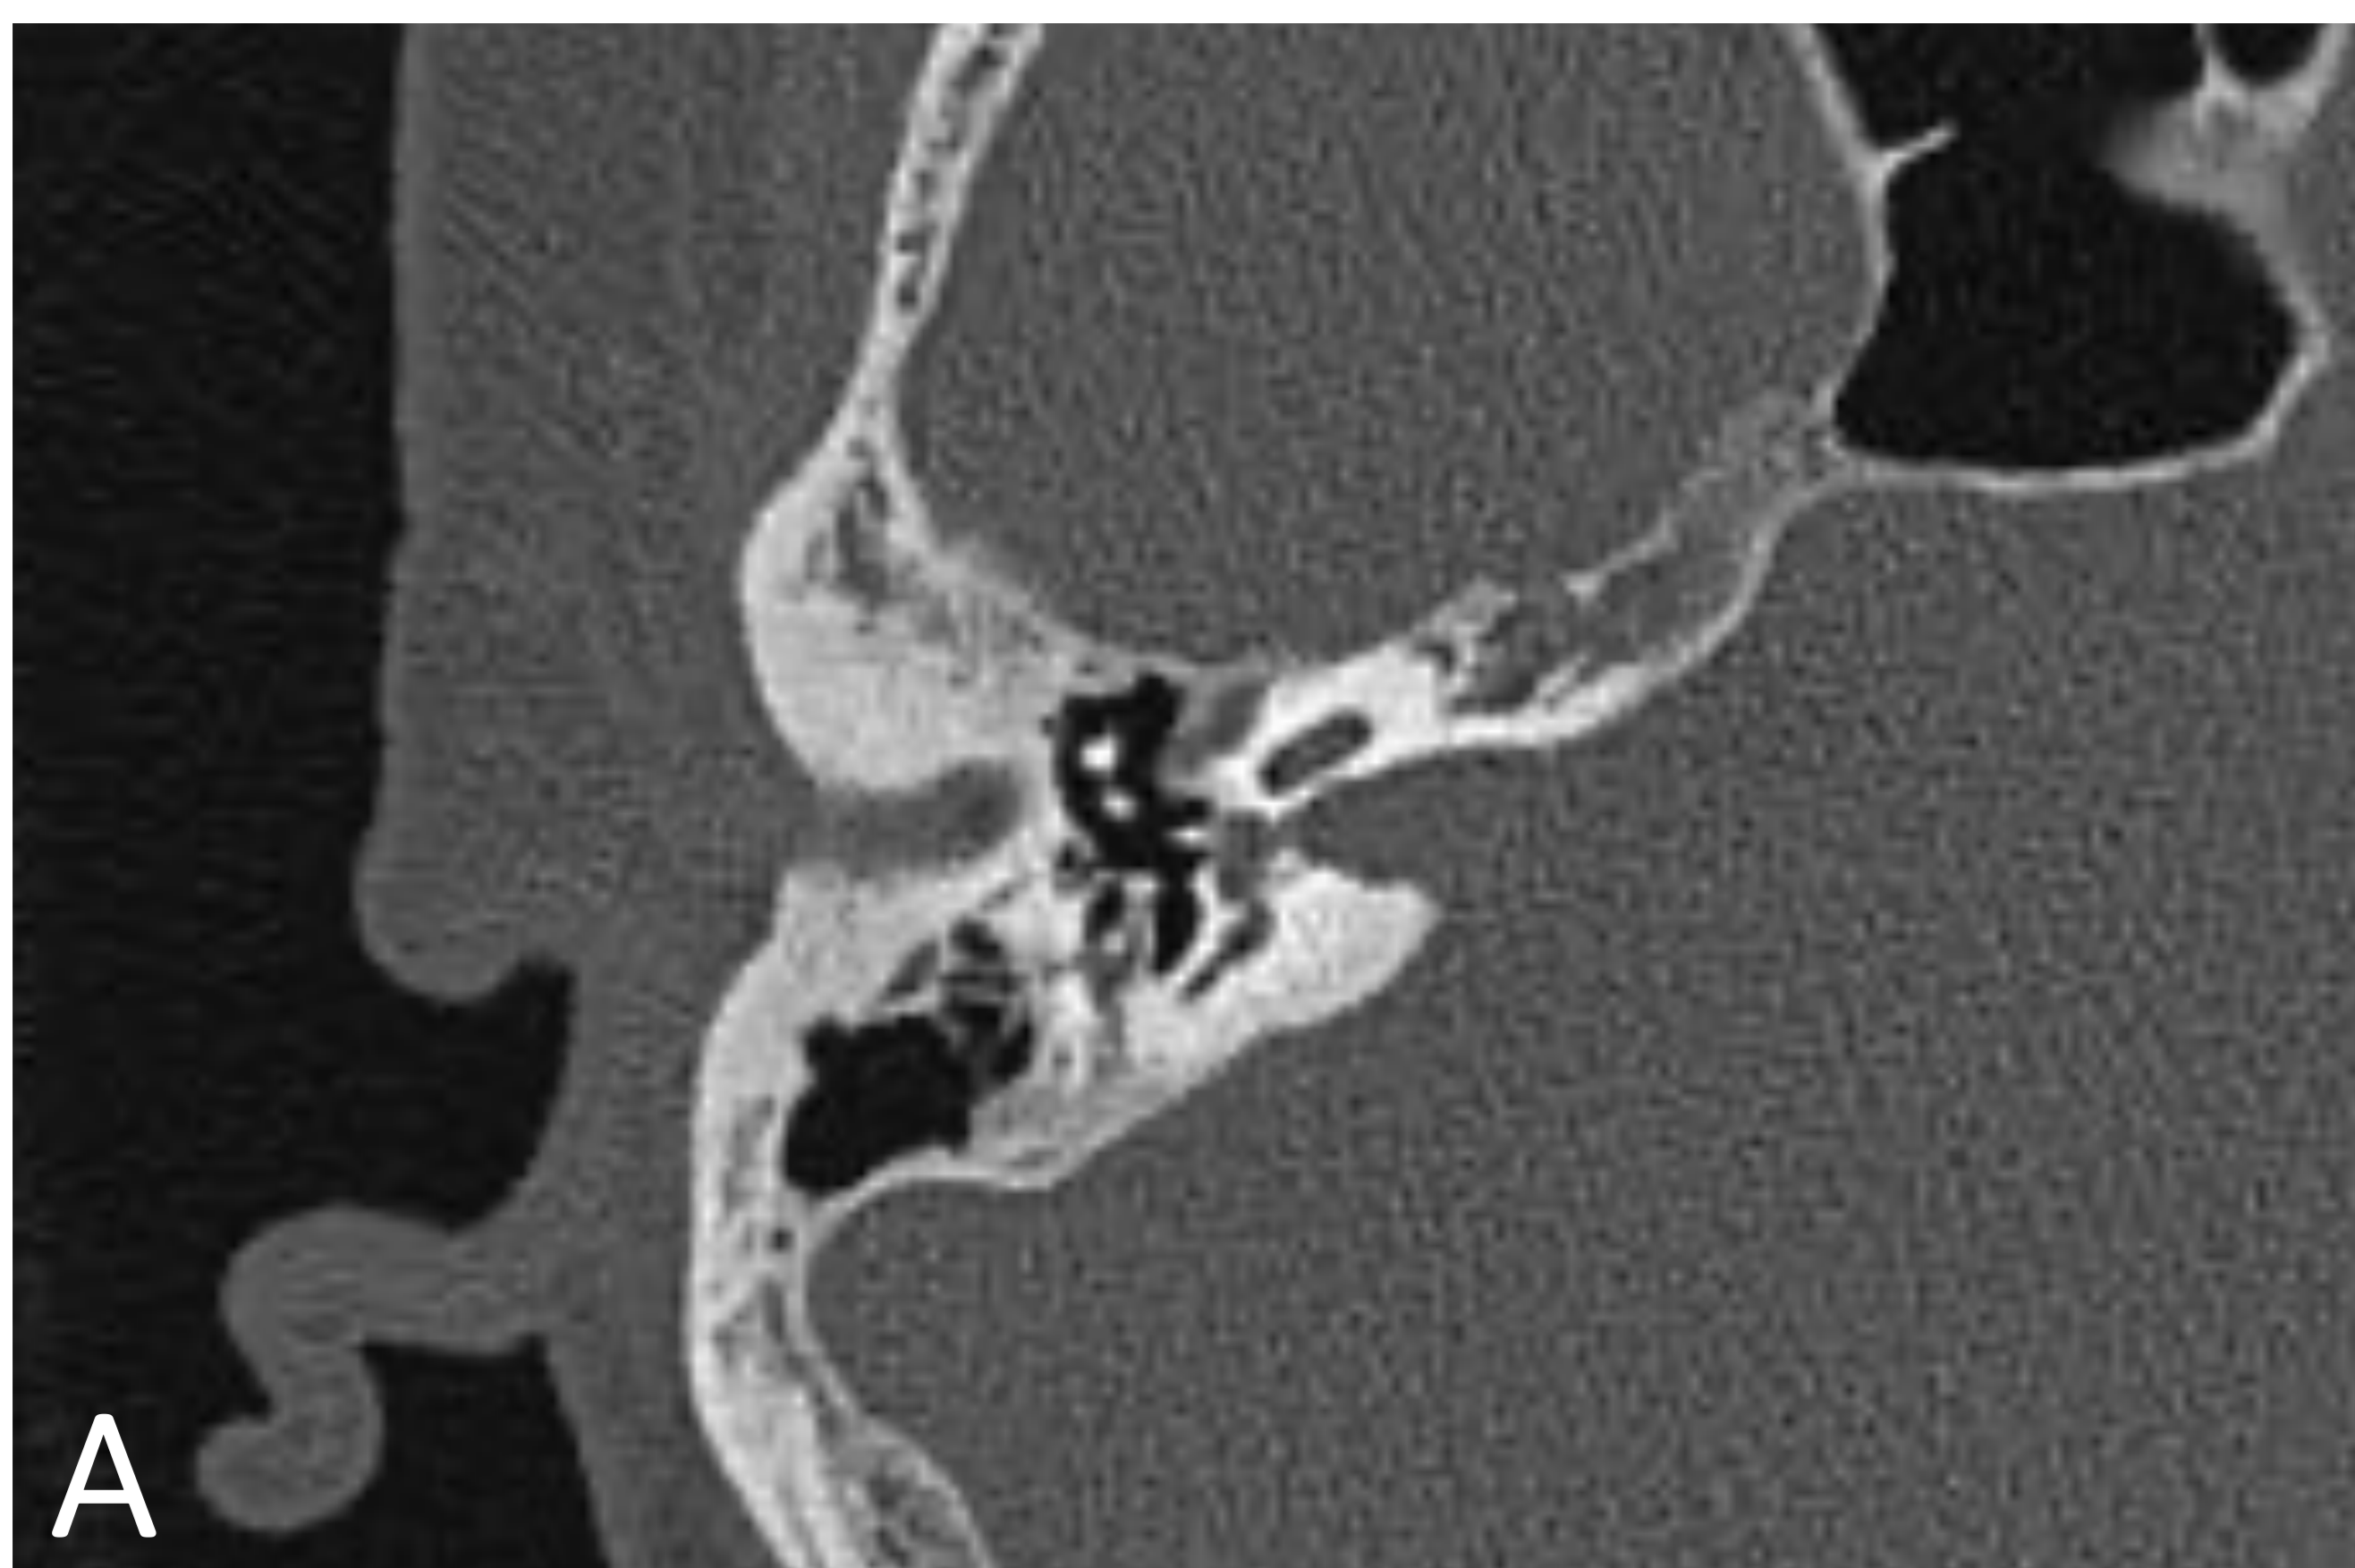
TC axial OD. Fig. B. TC coronal OD. Prótesis osicular contactando con ventana oval (flecha) y membrana del tímpano (cabeza de flecha)
